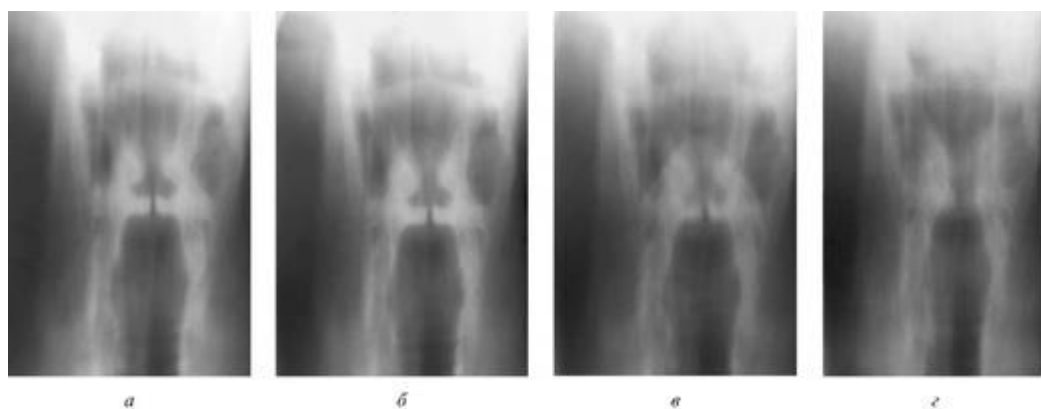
Томограммы гортани. Томографические срезы: *а* - 1,0 см; *б* - 1,5 см; *в* - 2,0 см; *г* - функциональный срез (на вдохе) на 1,5 см
